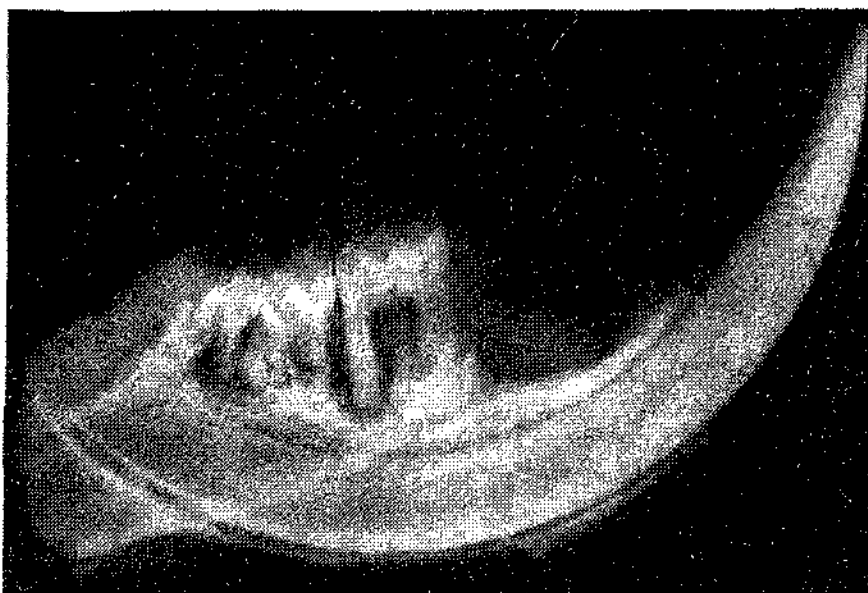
Рентгенограма альвеолярного відростка нижньої щелепи щура групи „гіперпаратиреоз + пародонтит” на 7 тиждень дослідження. 36.: 5
